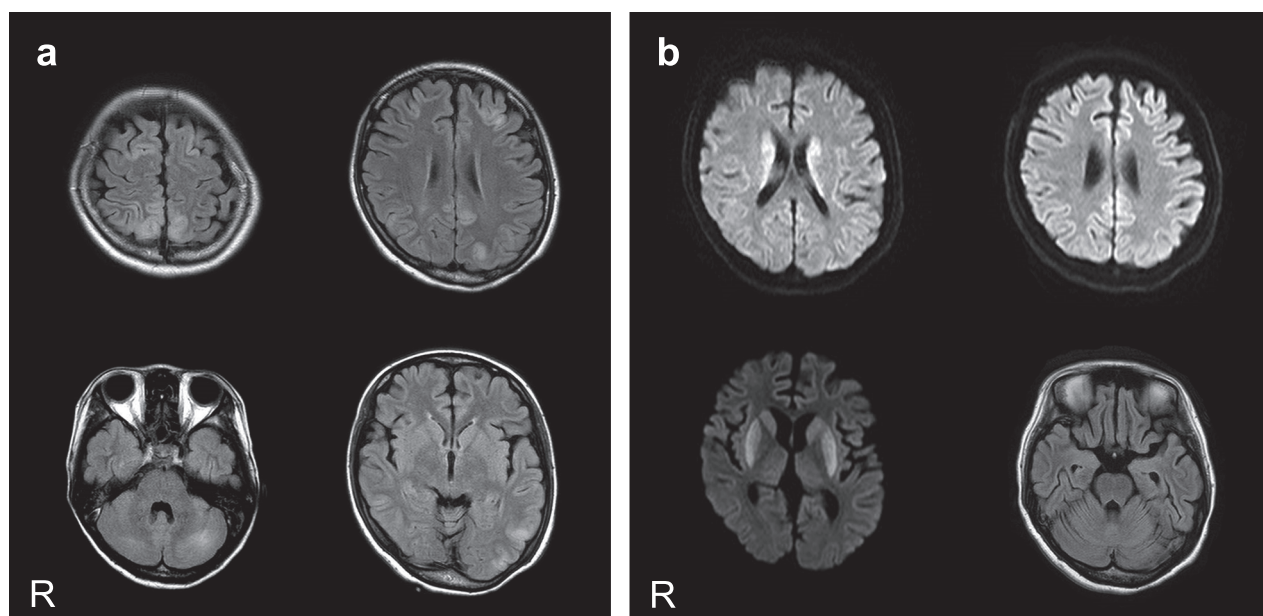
Brain MRI obtained before (a) and after (b) hypoxic encephalopathy.
